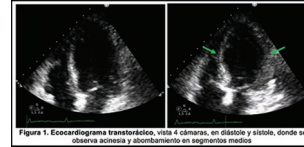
Ecocardiograma transtorácico, vista 4 cámaras, en diástole y sístole, donde se observa acinesia y abombamiento en segmentos medios
